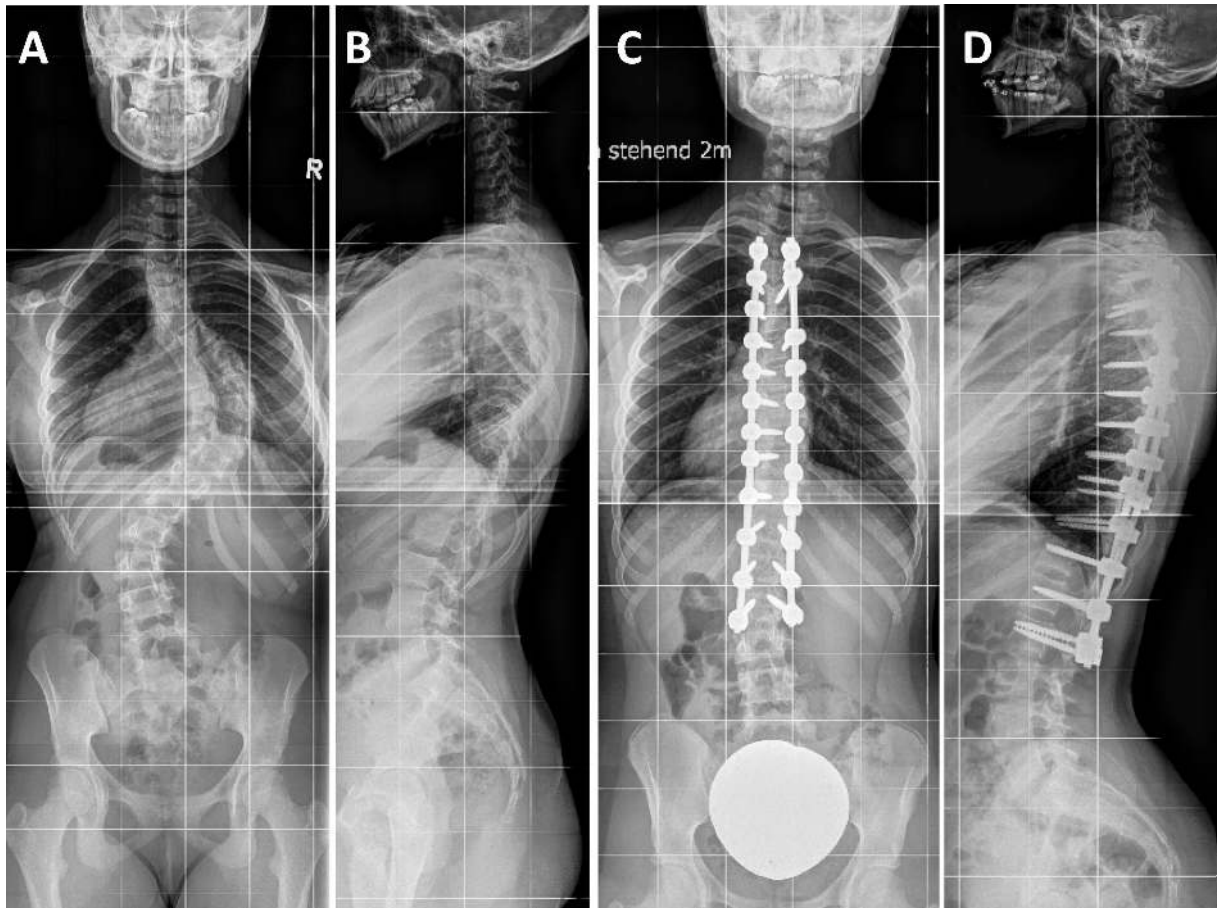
13-jährige Patientin mit zunehmender Krümmung bei idiopathischer Skoliose. Röntgenbilder der gesamten Wirbelsäule in zwei Ebenen (A) und (B) zeigen eine idiopathische rechtskonvexe thorakale Skoliose Lenke Typ II mit einem Cobb-Winkel der Hauptkrümmung von  $82^\circ$  zwischen Th 6 und Th12. Durch einen offenen hinteren Zugang sowie dorsaler Korrektur- und Aufrichtespondylodese konnte eine Korrektur und Versteifung der Hauptkurve (Th3-L2) durchgeführt werden.
